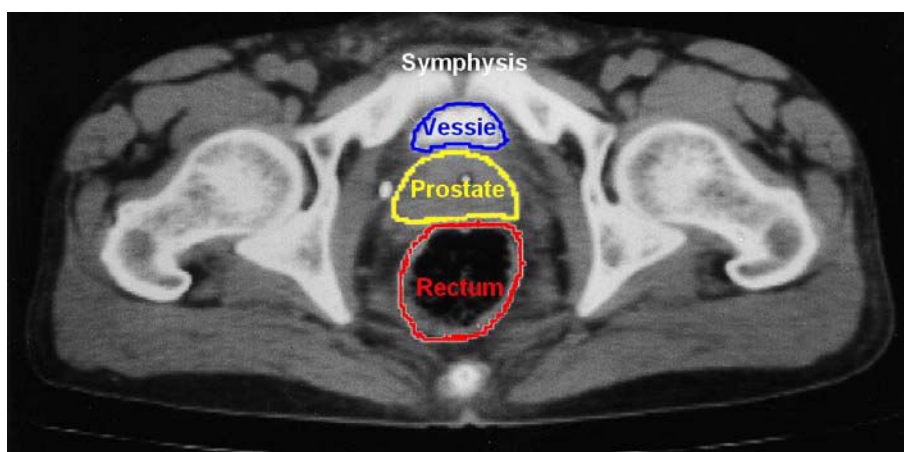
Image CT scanner d'une coupe transversale du pelvis masculin, avec les trois organes contourés : prostate, rectum et vessie
